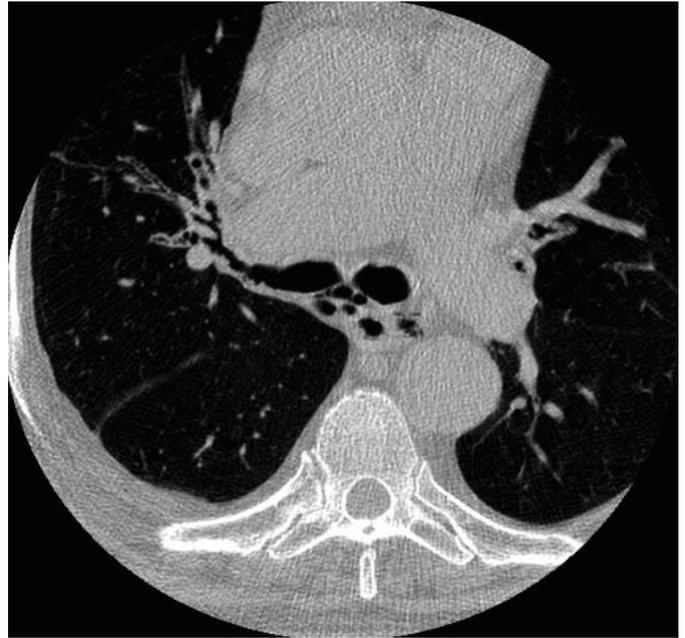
Трахеобронхомалиция, КТ ОГП.
